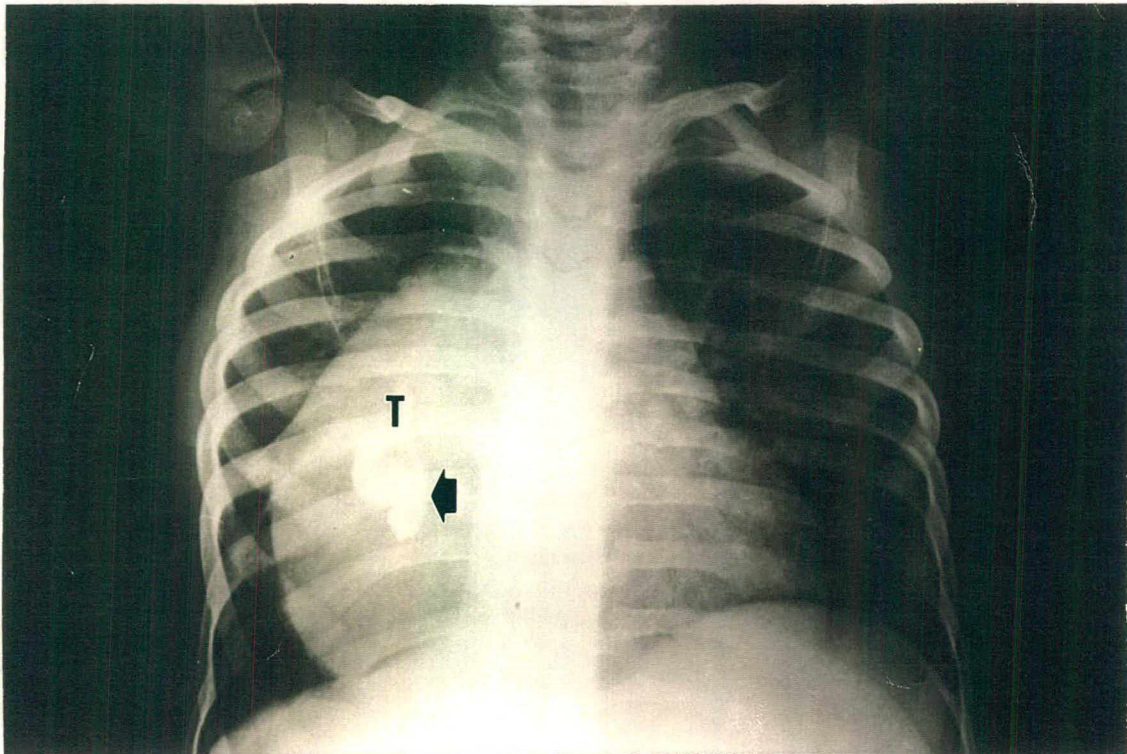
Radiografia antero-posterior mostrando tumoração alargando o mediastino com calcificação no interior (C).
